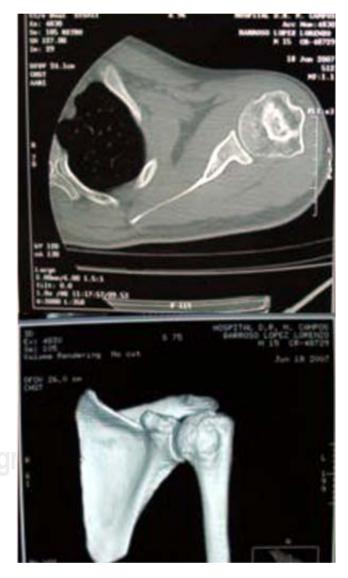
Tomografía realizada al año de la intervención donde se aprecia adecuada corticalización e integración del injerto.
